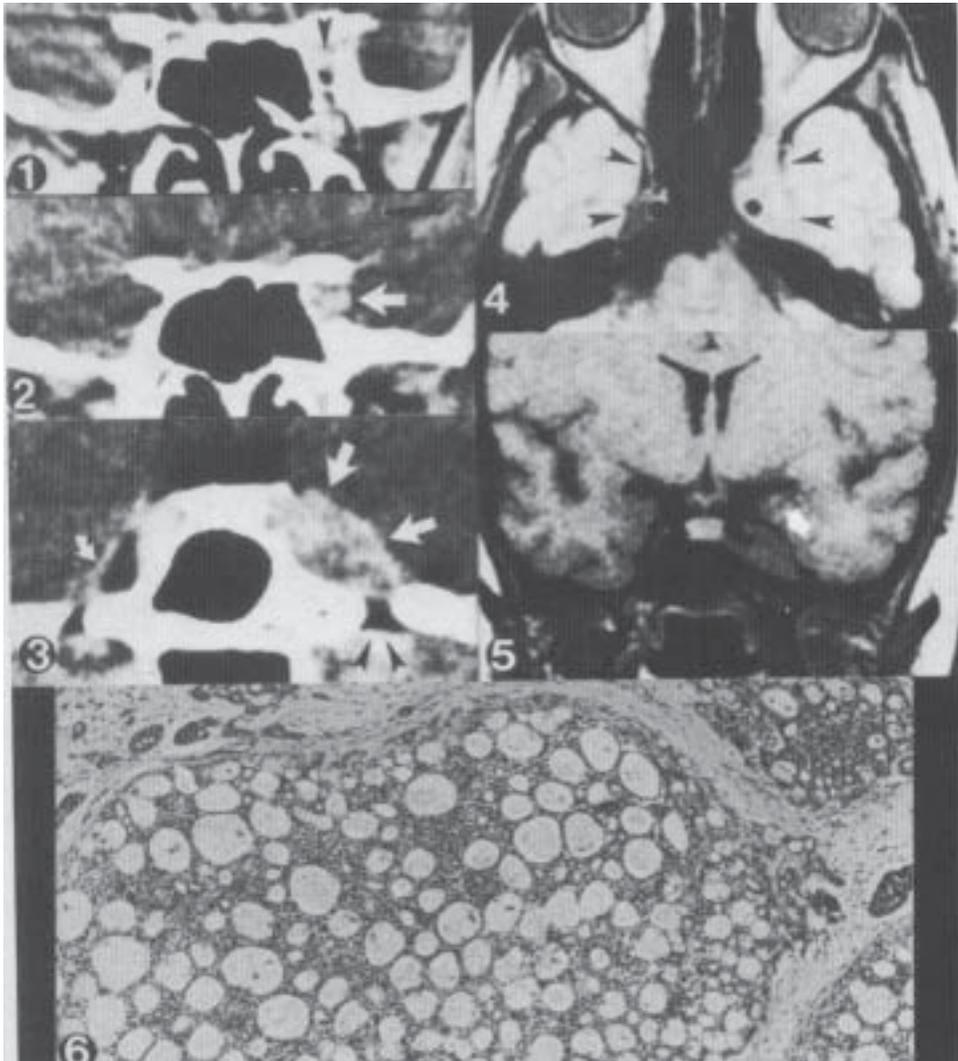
Estudios de imagen: [1,2,3]: Tomografía computadorizada cerebral a nivel del sinus caroticus proyecciones coronales con contraste: las flechas blancas señalan imagen hiperdensa de partes blandas en la fisisa orbitalis superioris y en el ganglion semilunare (la flecha curva a la derecha señala el ganglion semilunare) y aumento de calibre del foramen ovale (flechas negras). [4]: Resonancia magnética cerebral, proyección axial: el sinus caroticus izquierdo expandido al igual que la fisisa orbitalis superioris. [5]. Resonancia magnética cerebral vista coronal: notable expansión del sinus caroticus izquierdo. [6]. Estructuras “cilindromatosas” redondas u ovoideas de diverso tamaño que dan un patrón histológico en “queso de Gruyère”, típico del carcinoma adenoideo quístico.
